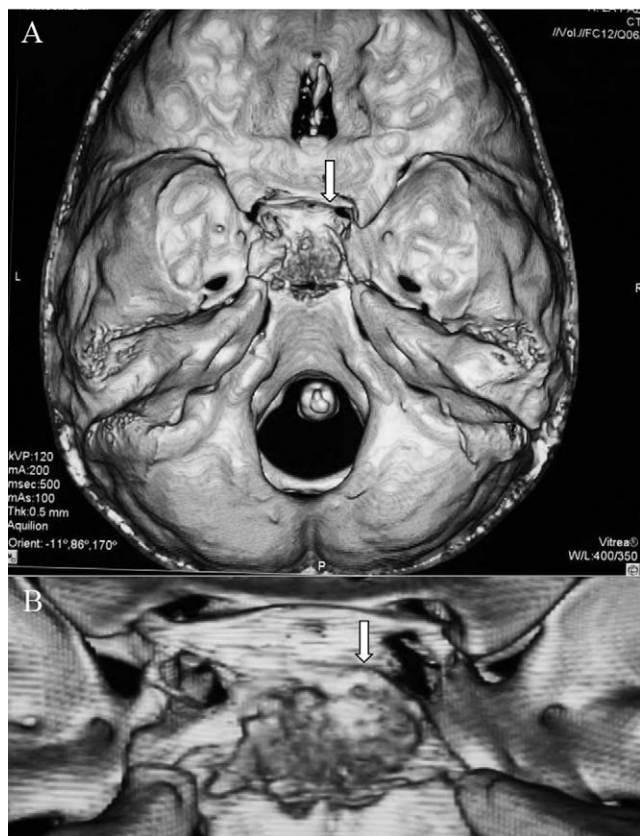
A. tomografía computarizada (TC) con reconstrucción tridimensional: sospecha de osteocondroma selar con extensión supraselar e invasión del seno cavernoso izquierdo. B. Ampliación de la imagen.
